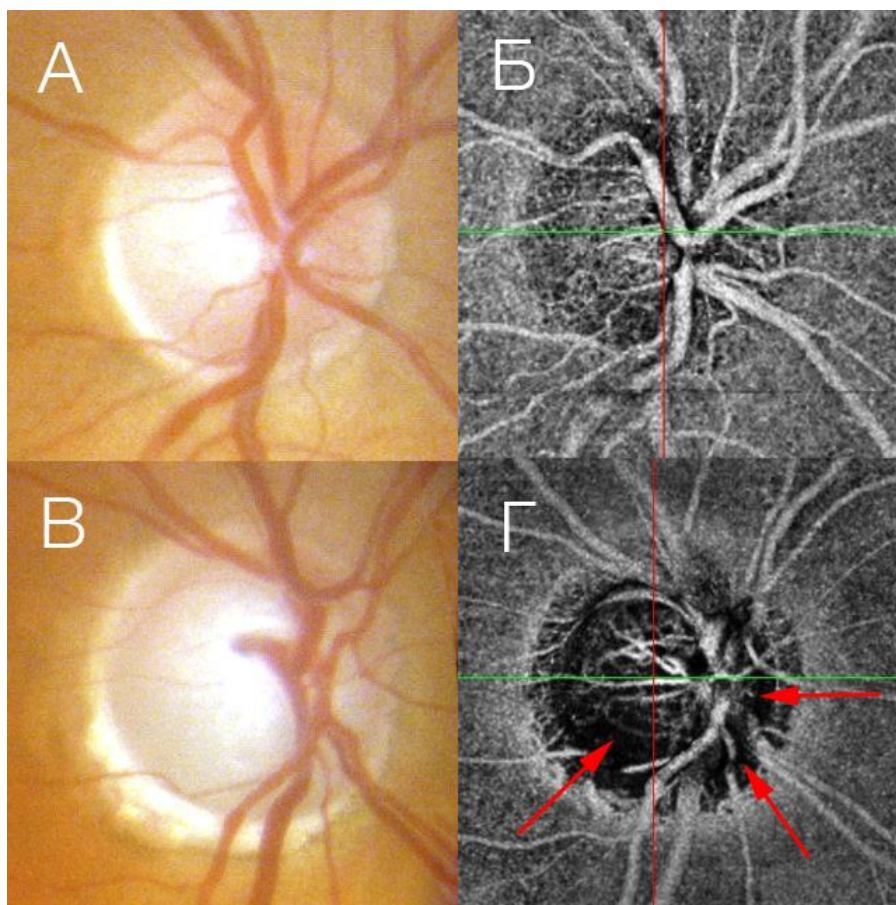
Офтальмоскопическое изображение диска зрительного нерва и полно-слойная ОКТ-ангиограмма здорового человека (А, Б) и пациента с глаукомой (В, Г). На глаукомном ДЗН визуализируется обеднение микрососудистой сети, появление неперфузируемых участков (красные стрелки).
